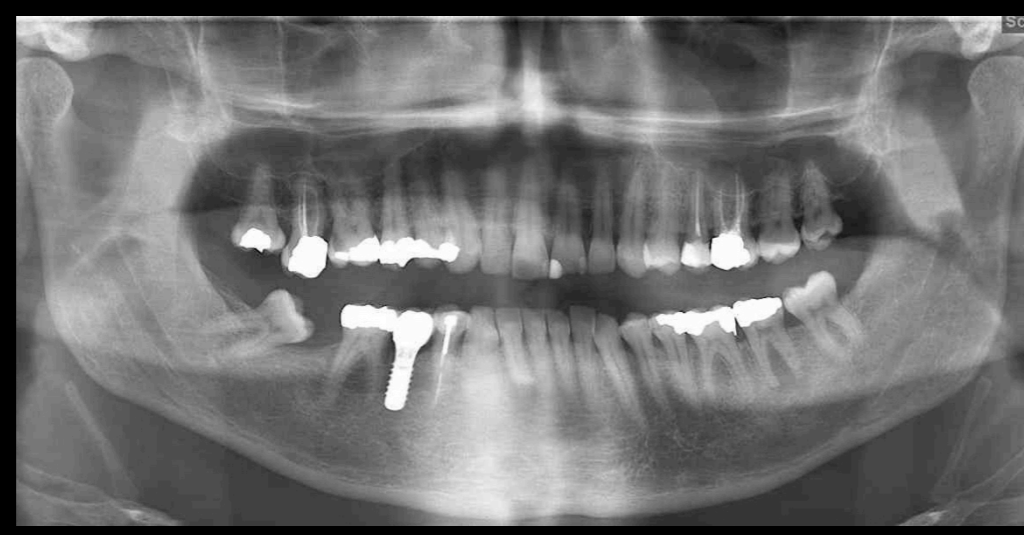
Ortopantomografia inicial.
